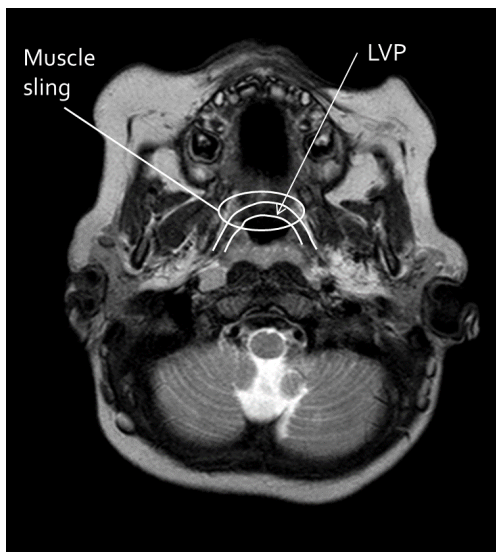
T2-weighted axial image of 13 months old normal subject demonstrating the muscle sling of LVP. (White circle & arrow)
